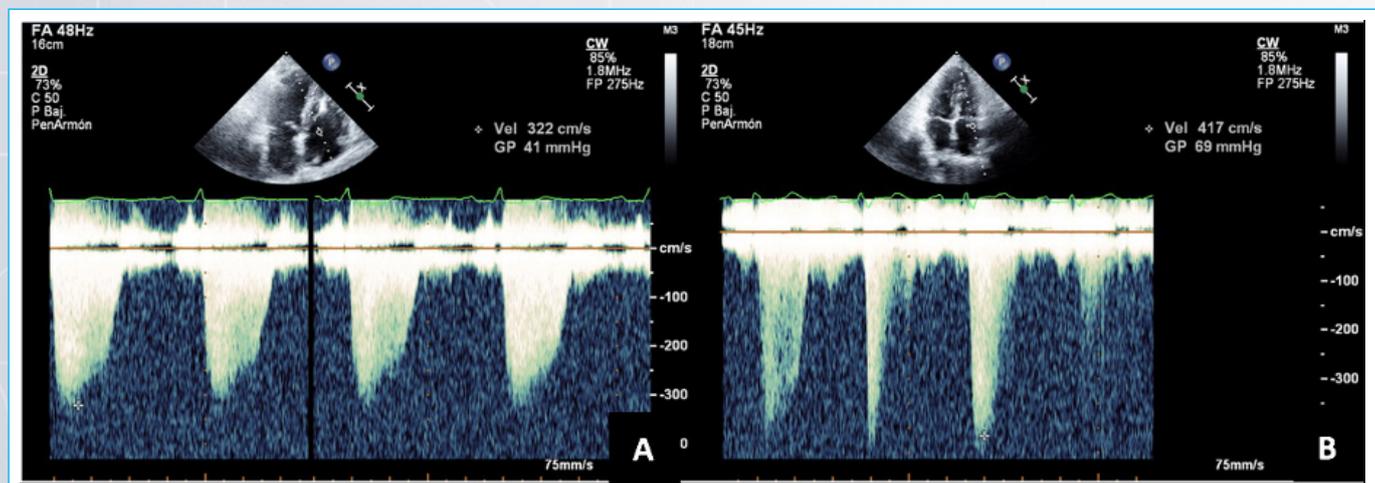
ETT. Doppler continuo de la insuficiencia tricúspidea. A: PSAP: 46 mmHg (asumido presión venosa central de 5 mmHg). B: PSAP post ejercicio de 74 mmHg (asumido presión venosa central de 5 mmHg).
